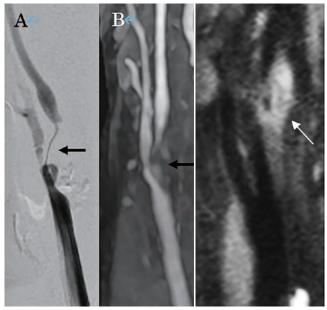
A)X-2年 左総頚動脈撮影. Fig. 2 MRI プラーク部 B) X 年 核磁気共鳴血管造 影. いずれも左内頚動脈分岐 部位の高度狭窄を認めた (arrow).
